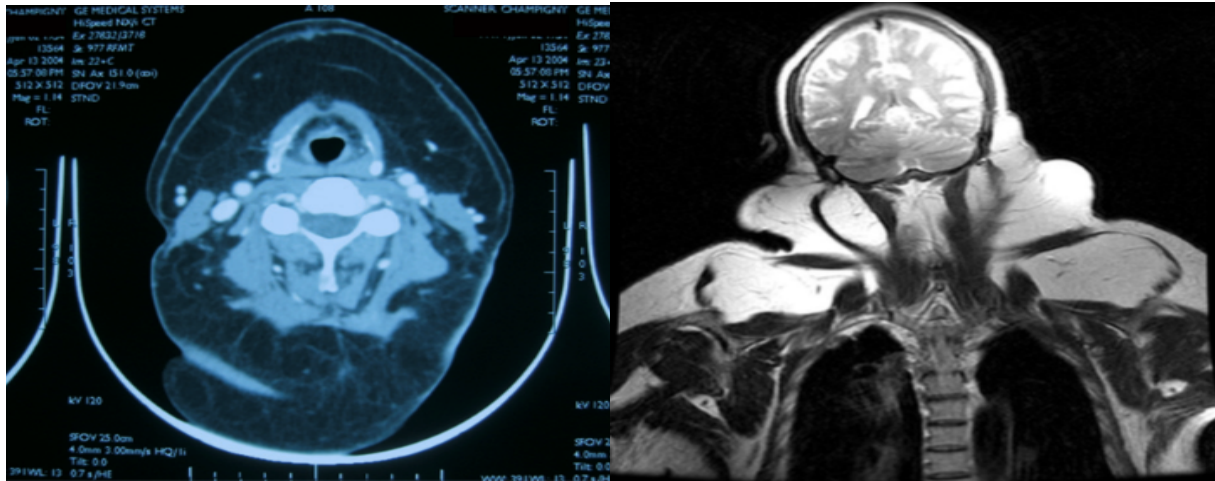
Tomografia computadorizada do pescoço, mostrando volumosos lipomas cervical posterior e antero-lateral. Densidade consistente com tecido adiposo (13).
